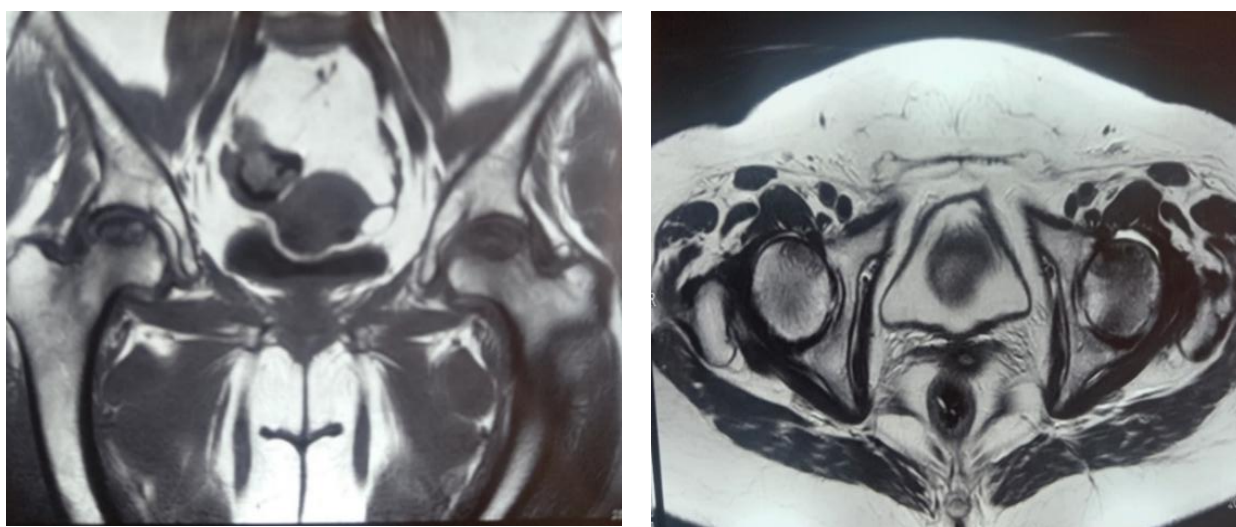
МРТ тазобедренных суставов. На серии МРТ визуализируется двухсторонний АНГБК
